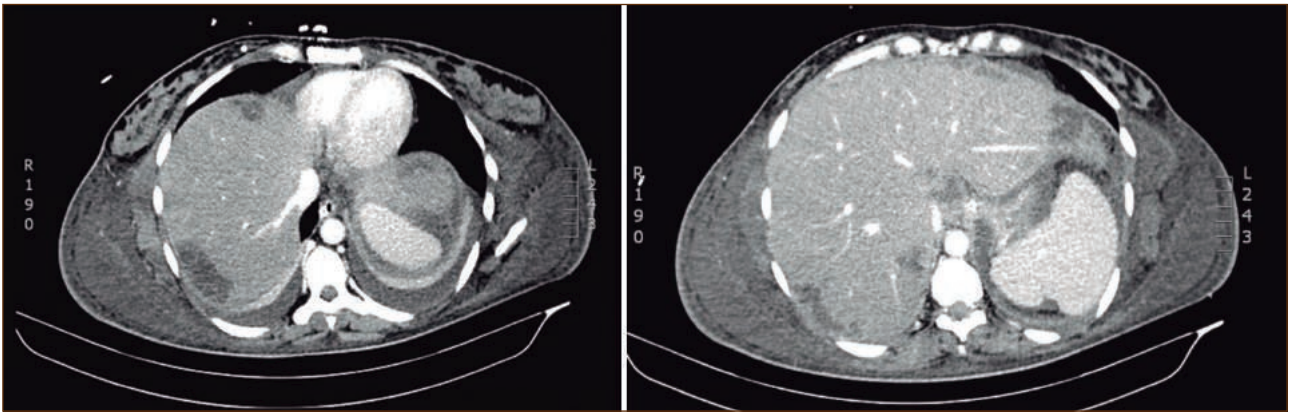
TC abdominal 16/11/2015.
